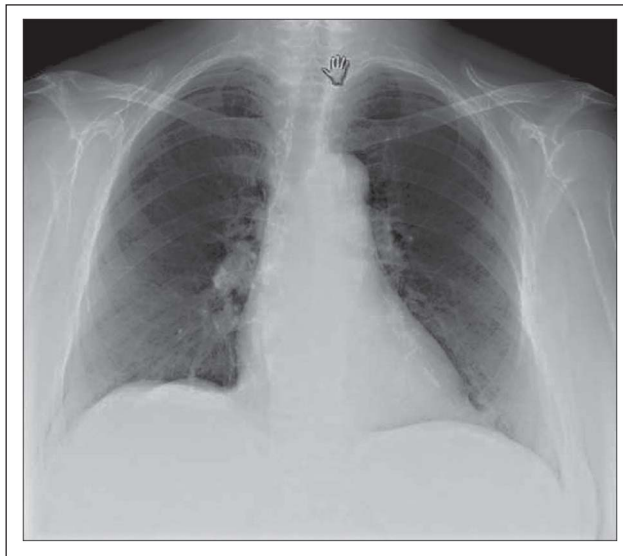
Kontroll-Cor/Pulmo-Röntgen zwei Tage nach Aufnahme
